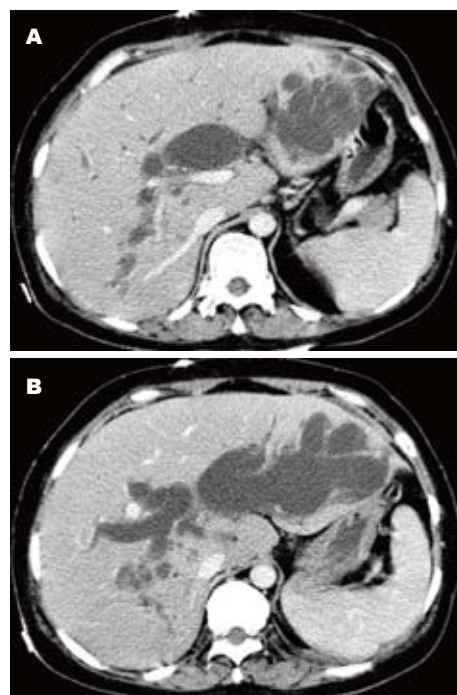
第一次术后64排CT扫描图。A: 肝内外胆管扩张; B: 肝左外叶呈囊状扩张病改变。
